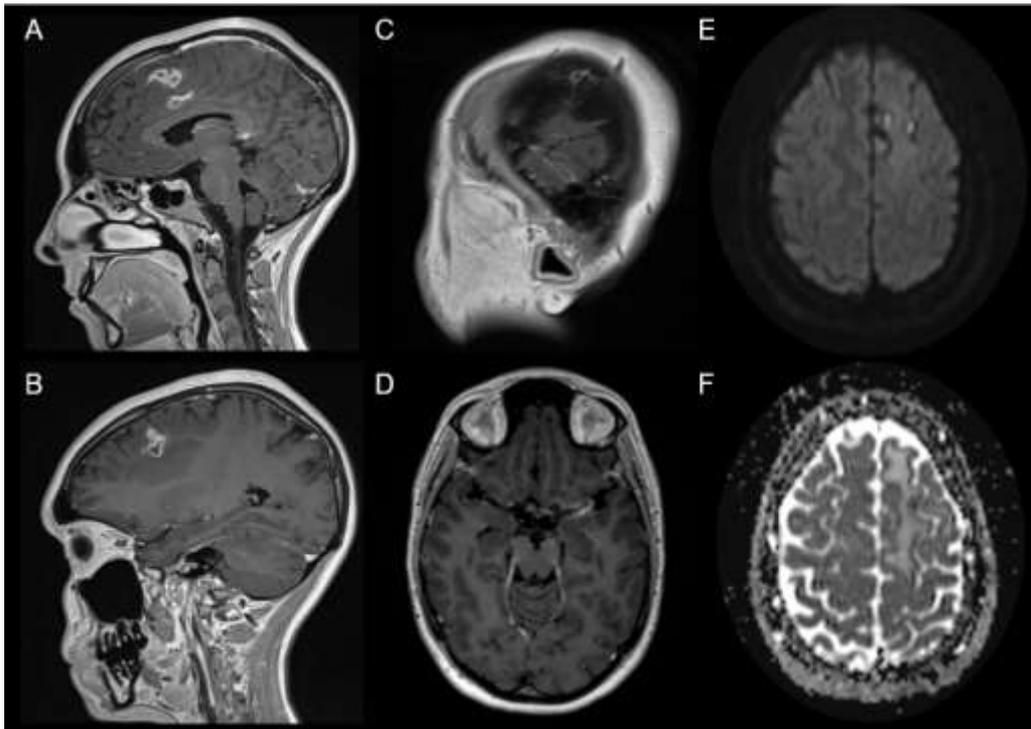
Se muestran diferentes cortes y secuencias de RM. A y B: Cortes sagitales en T1 con gadolinio en donde se evidencia realce periférico en anillo de las lesiones. C: Corte sagital en T1 con gadolinio que muestra realce de la pared de una arteria periférica. D: Corte axial en T1 con gadolinio en donde se observa realce de la pared de la arteria cerebral media izquierda y leve realce meníngeo, también observado en la hoz del cerebro (no mostrado en la imagen). E y F: Secuencias DWI y mapa de ADC que evidencian algunas zonas con restricción a la difusión en el interior de las lesiones.
